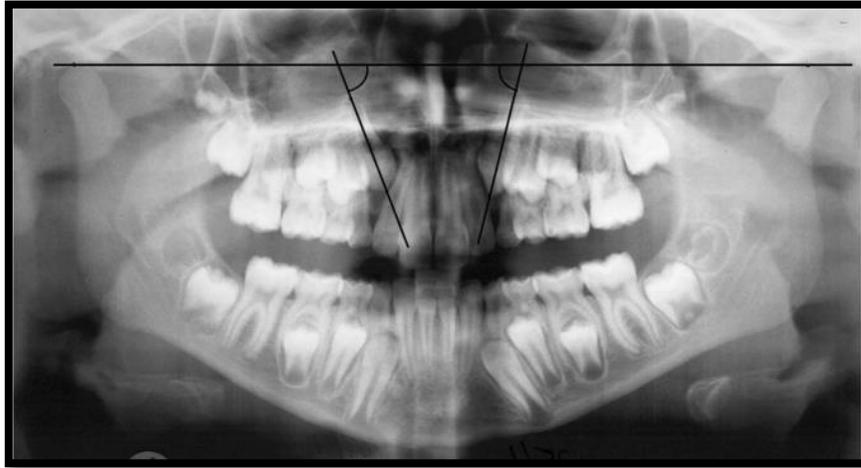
Ortopantomografía con el análisis de Warford y cols.²³
